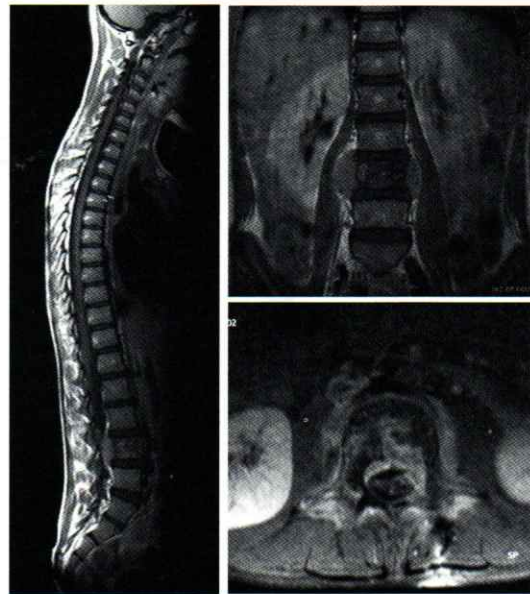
IRM du rachis lombaire (séquence T1)
